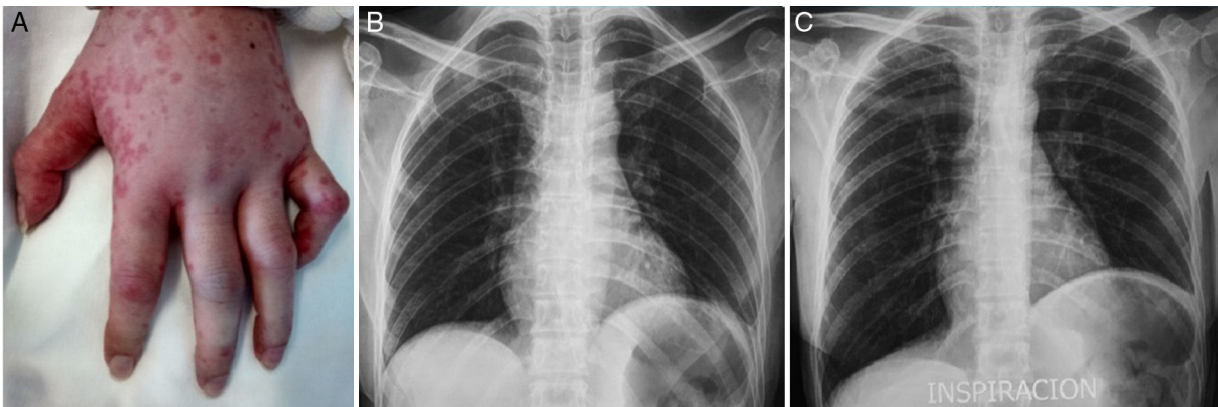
A) Edema y urticaria en la mano izquierda con flexión del quinto dedo producida por la afección del nervio cubital. B) Radiografía de tórax en espiración, y C) Durante la inspiración donde se evidenció la plejía del hemidiafragma izquierdo.
